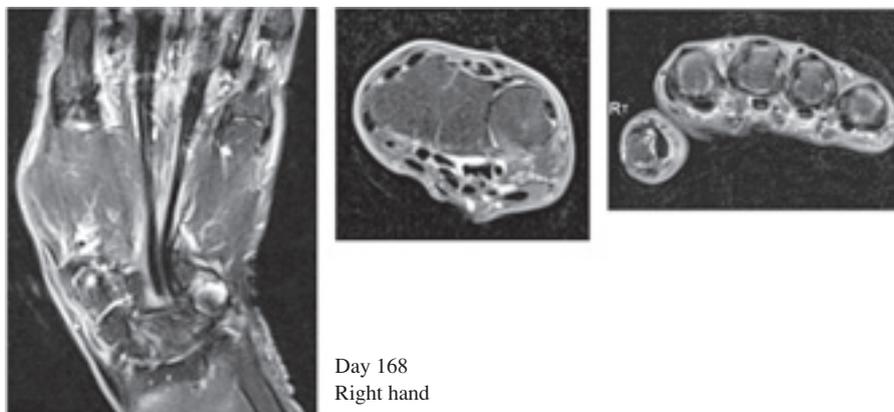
Magnetic resonance imaging (T2 Fatsat) of the hands on Case 1
